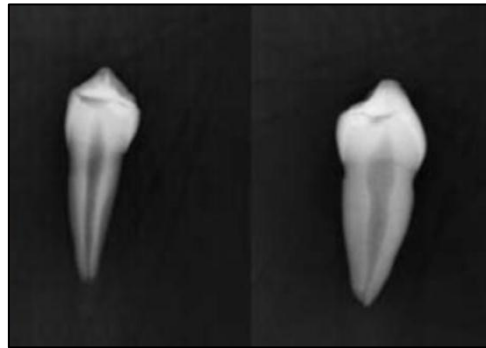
Radiografía de una premolar (10)
